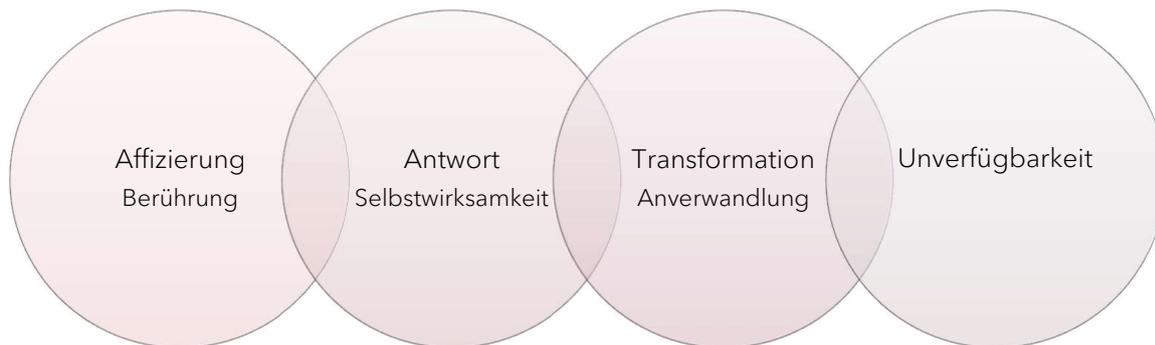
Resonanzmomente nach Rosa (2022b); eigene Darstellung
